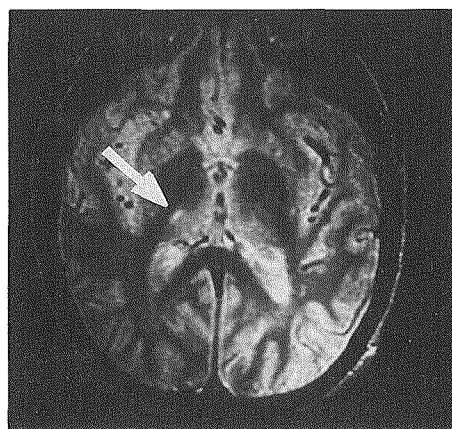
急性に発症し持続する健忘(つよい前向き、中等度の逆向性)を主訴とする47歳男性例のMRI像
